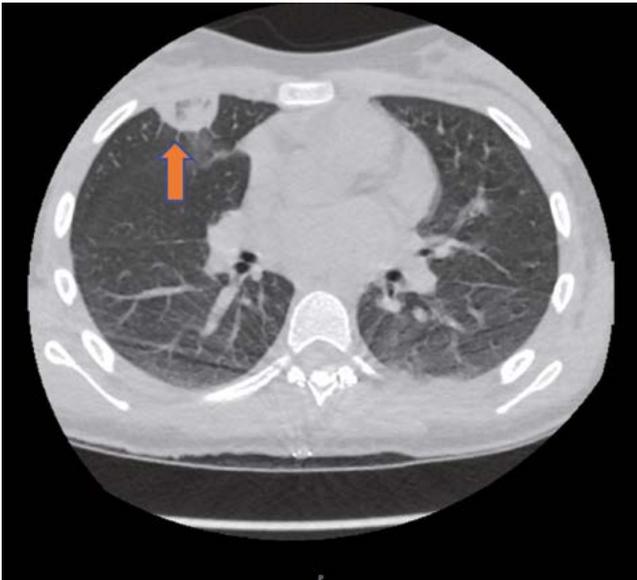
TAC dorsal postquirúrgico: imagen de aumento de densidad en segmento pulmonar anterior del lóbulo superior derecho (flecha), con áreas de menor densidad en su interior, sugestiva de lesión en vías de cavitación (foco de necrosis/infarto o absceso). Resto de parénquima pulmonar normal.
